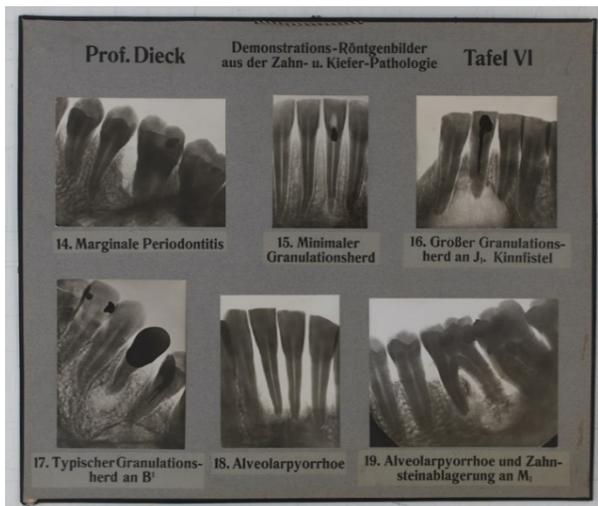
Röntgentafel LT 77²
